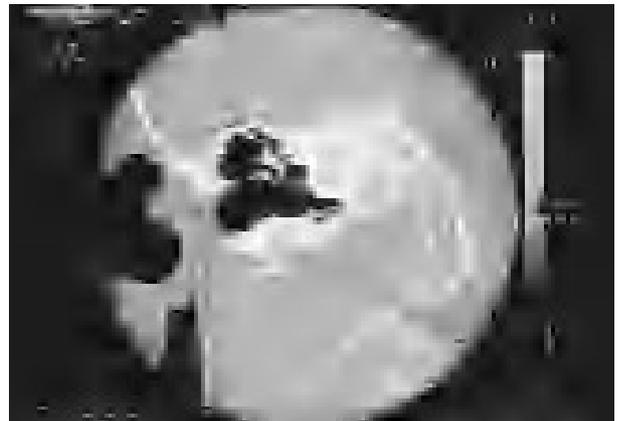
TAC de oído (caso 1). Control postquirúrgico.
